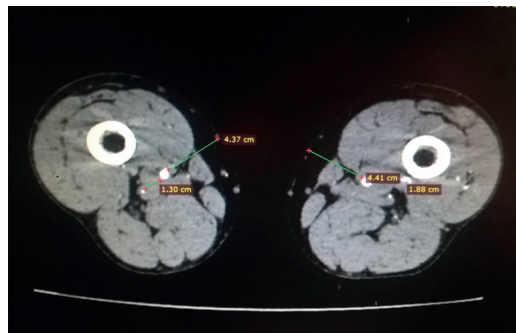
КТ-ангиограмма, поперечный срез на уровне нижней трети бедра
